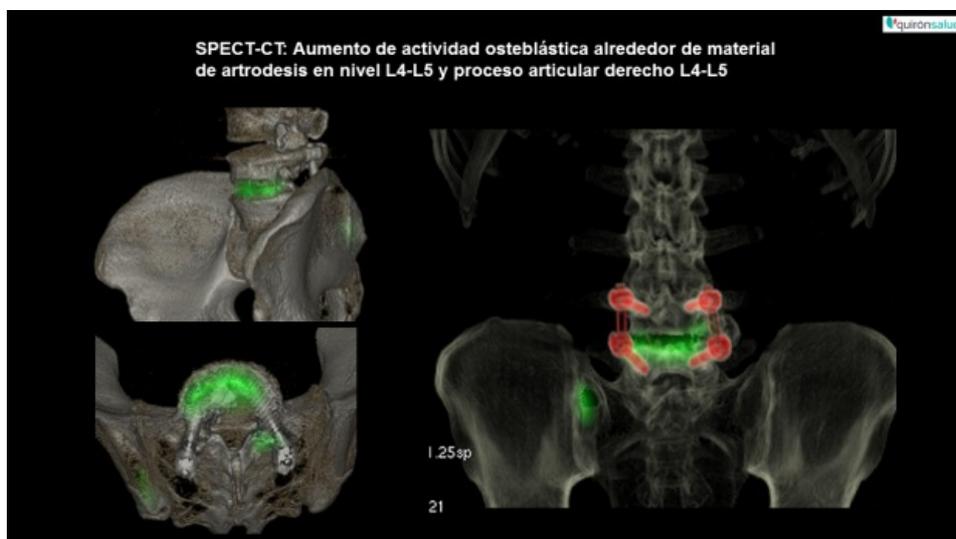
Imágenes SPECT-CT de región lumbosacra con reconstrucción 3D.
